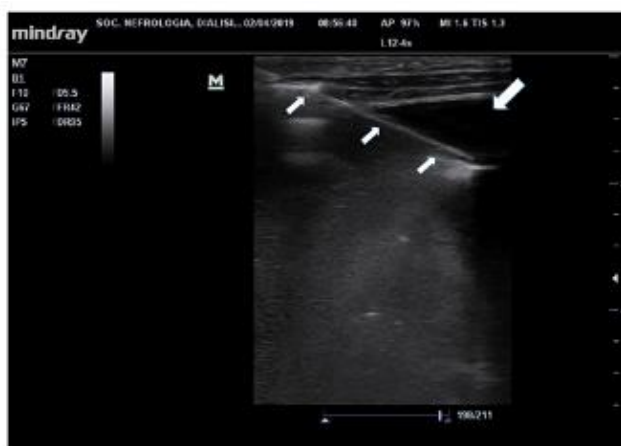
Ecografia della parete addominale anteriore con sonda lineare che evidenzia l'ago (freccie piccole) sia a livello del tratto sottocutaneo che a livello del versamento ascitico (freccia grande)
